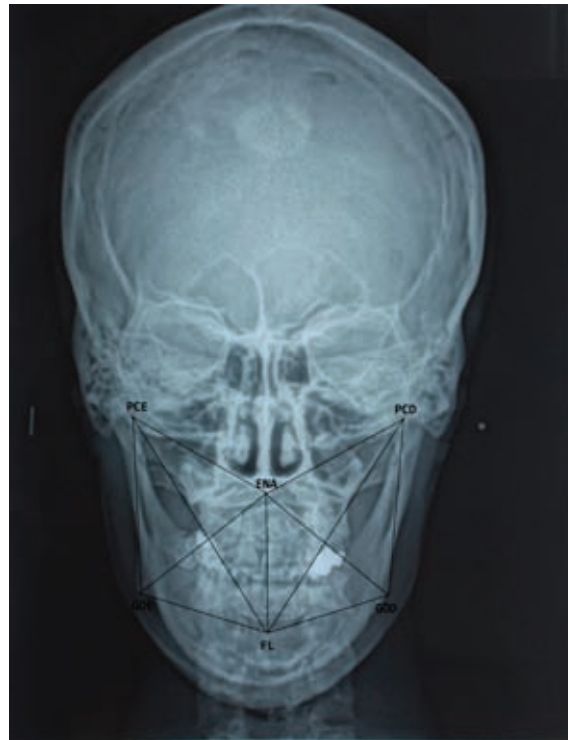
Relação das medidas que foram realizadas na telerradiografia frontal.
